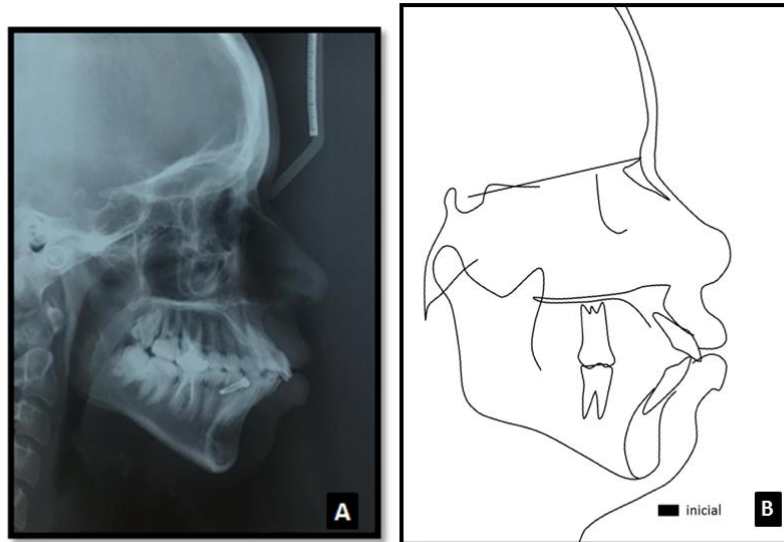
A) Telerradiografia de perfil inicial; B) Traçados anatômicos;
